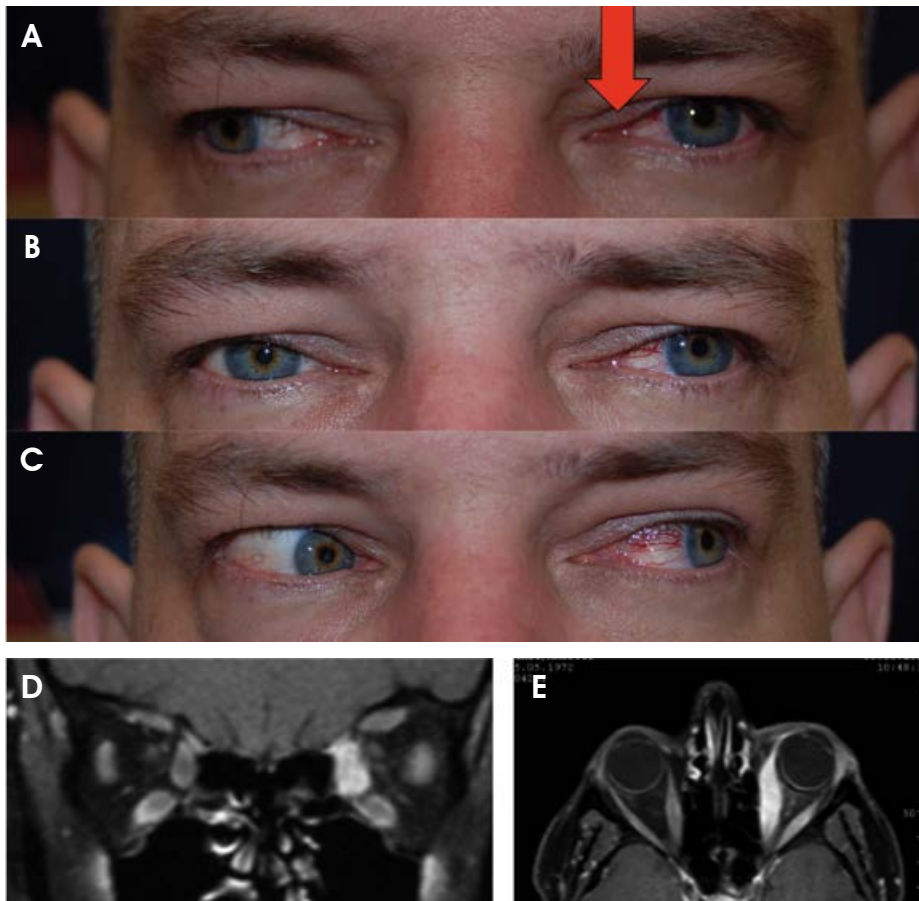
Befund bei Erstvorstellung. A: Rechtsblick, B: Primärposition, C: Linksblick, D: MRT coronar, E: MRT axial
